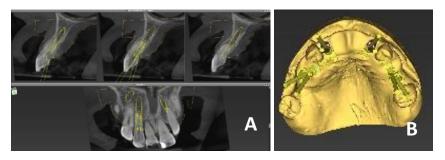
Planejamento da cirurgia. A) Tomografia. B) Planejamento virtual.
